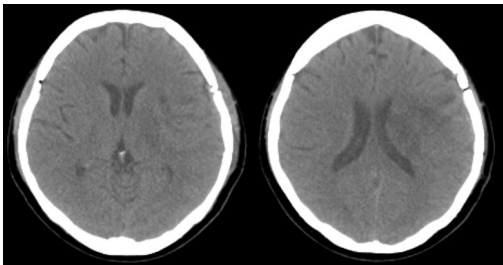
Brain CT (non-enhance) (2019.10.10).
